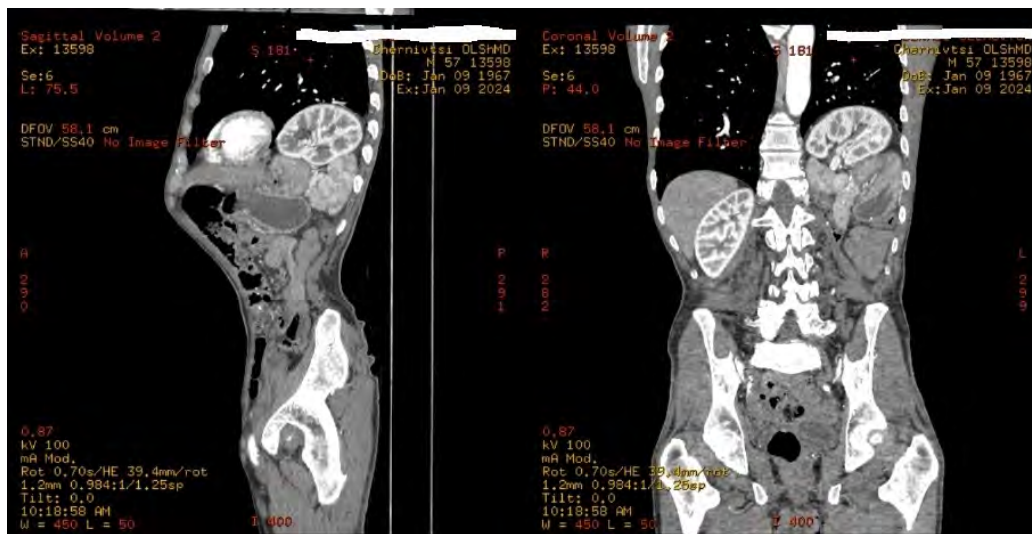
Комп'ютерна томографія з внутрішньовенним контрастуванням
